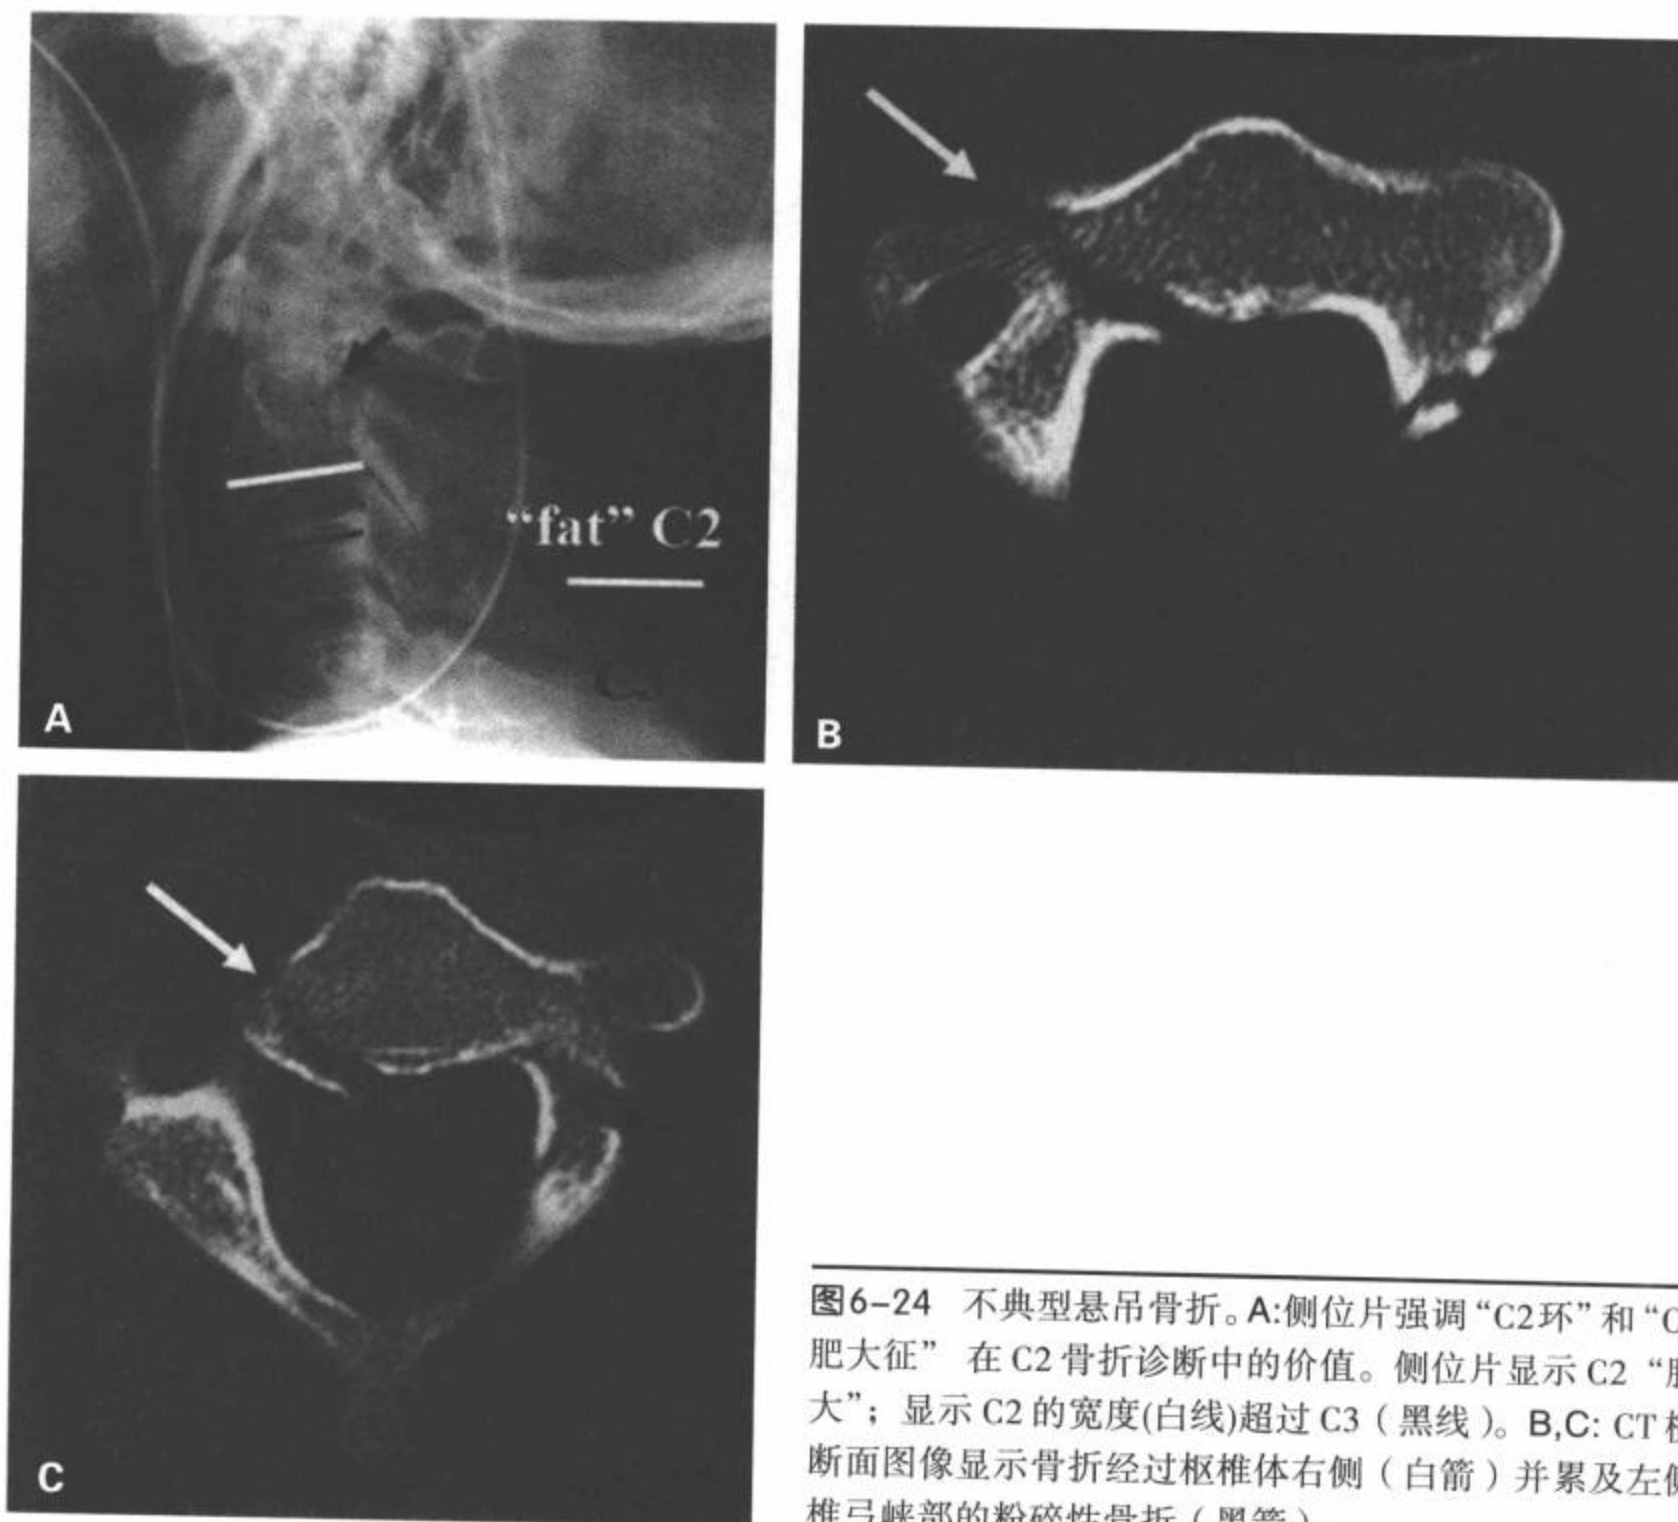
不典型悬吊骨折。A:侧位片强调“C2环”和“C2肥大征”在C2骨折诊断中的价值。侧位片显示C2“肥大”；显示C2的宽度(白线)超过C3(黑线)。B,C: CT横断面图像显示骨折经过枢椎体右侧(白箭)并累及左侧椎弓峡部的粉碎性骨折(黑箭)。
